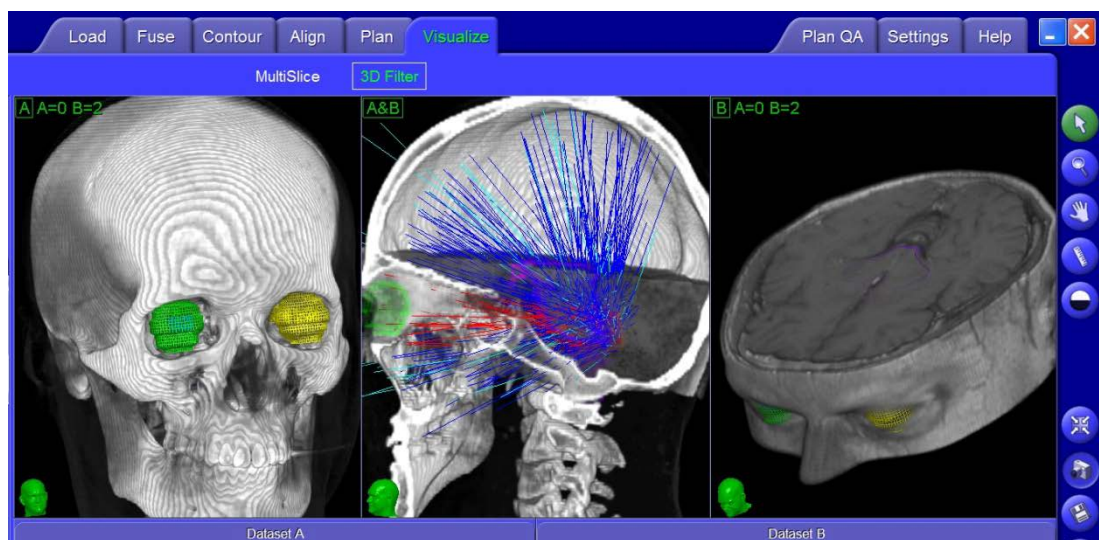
Совмещение КТ и МРТ - исследований («Image Fusion»)
